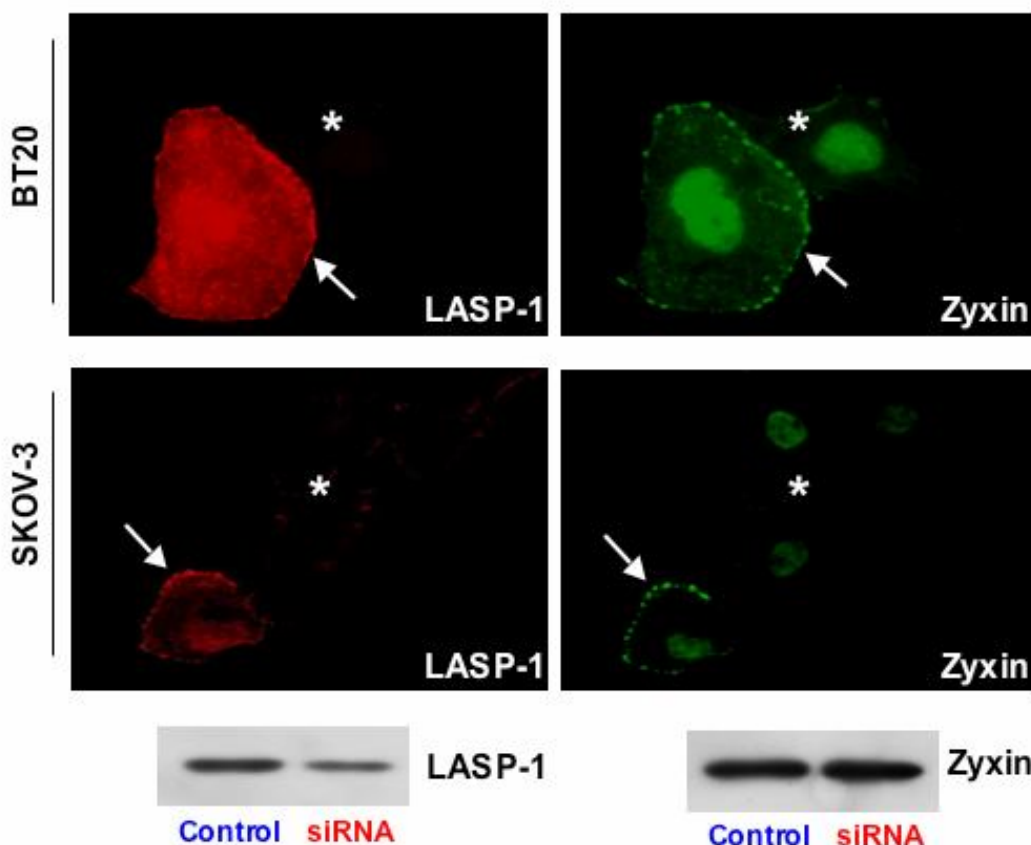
Immunfluoreszenzaufnahmen von BT20- und SKOV-3-Zellen 48 h nach Transfektion mit siRNA gegen LASP-1 (siRNA). LASP-1 (rot) und Zyxin (grün) kolokalisieren in den Zellen ohne LASP-1-knock-down an den fokalen Kontakten (Pfeile). Im Falle eines LASP-1-knock-downs sinkt die Zyxin-Konzentration an den fokalen Kontakten, teilweise bis hin zum vollständigen Verlust von Zyxin entlang der Zellmembran (Sterne). Dabei sinkt die Zyxin-Gesamtproteinmenge bei einem knock-down von LASP-1 nicht, was obenstehender Western-blot verdeutlicht. Zyxin wird also lediglich durch den LASP-1-knock-down umverteilt und liegt dann diffus verstreut im Zytosol vor. Kontrolltransfektion (control) mit sNP1-Oligonukleotiden.
